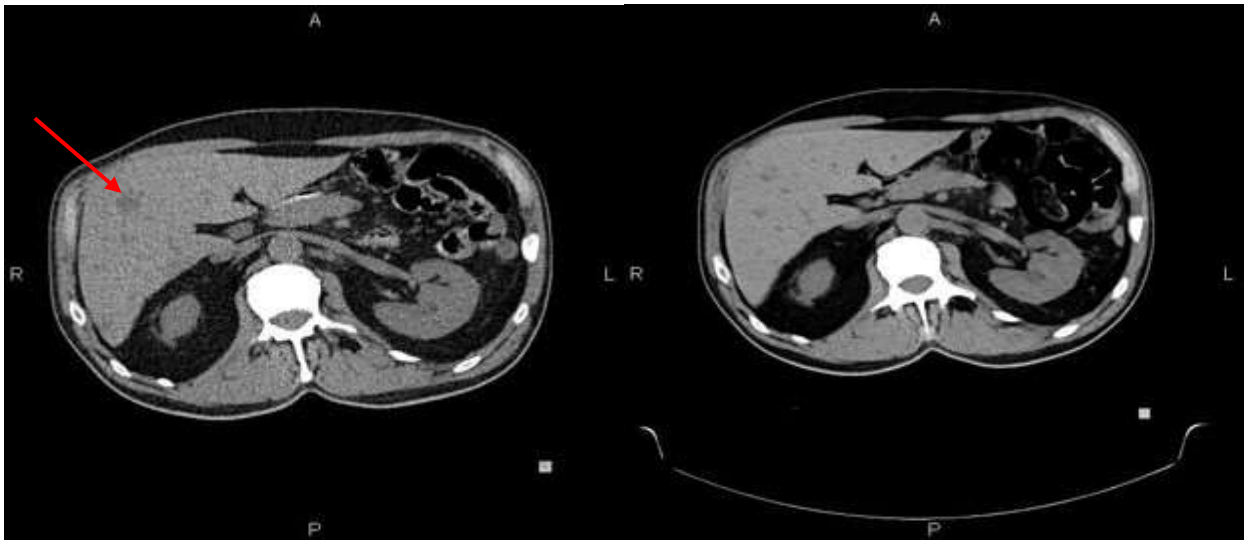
Компьютерная томография органов брюшной полости. Слева стрелкой указан метастатический очаг в печени до начала таргетной терапии, справа исчезновение метастатического очага в печени на фоне проводимого лечения
